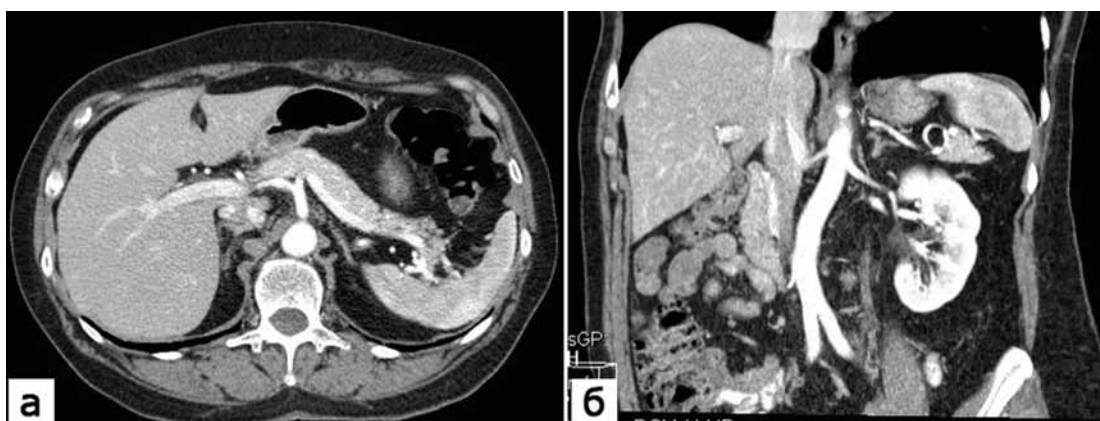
КТ-изображения брюшной полости, а – аксиальная плоскость, б – фронтальная плоскость. Венозно-артериальная фаза при одномоментной двухфазной МСКТ.
